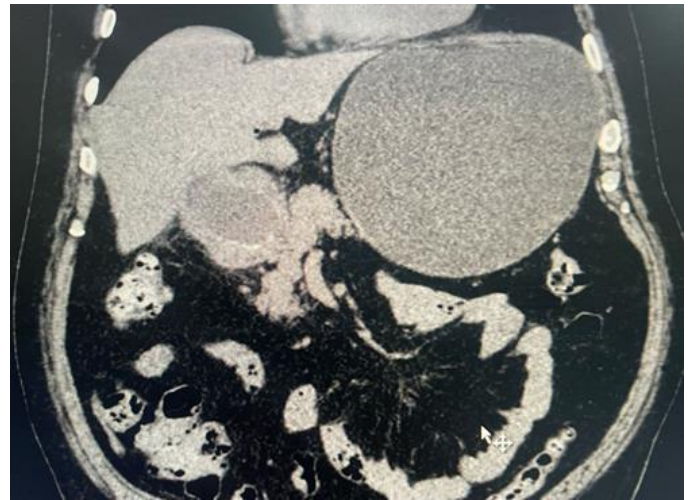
Tomografía simple de abdomen en corte coronal donde se observa lito en duodeno.
